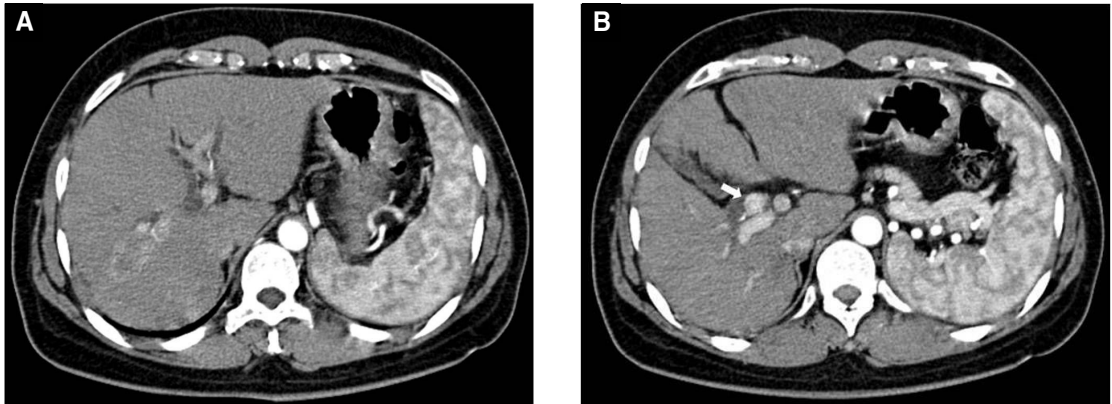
Liver CT shows an infiltrative arterial enhancing mass in S7 segment of liver (A) with tumor thrombi (arrow) in the common hepatic duct (B).
